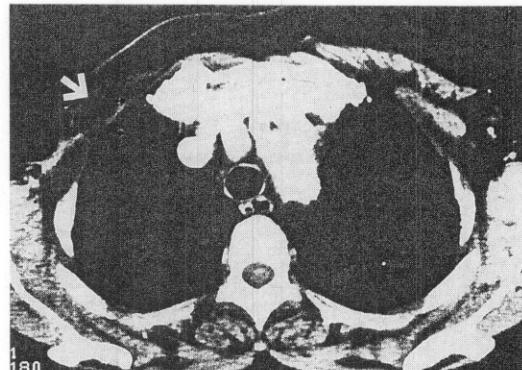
Chest CT showing of the atrophy of M. pectoralis major after Rt. modified radical mastectomy (Auchincloss operation). The arrow indicates atrophy of pectoralis major & minor muscles at Rt. chest wall in comparing with that of the other side.
